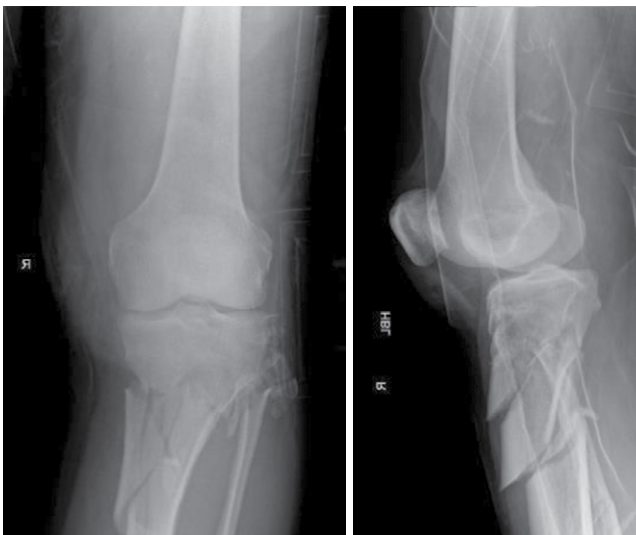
X-rays in the AP and lateral views of the right knee displaying proximal tibial fracture upon admission
